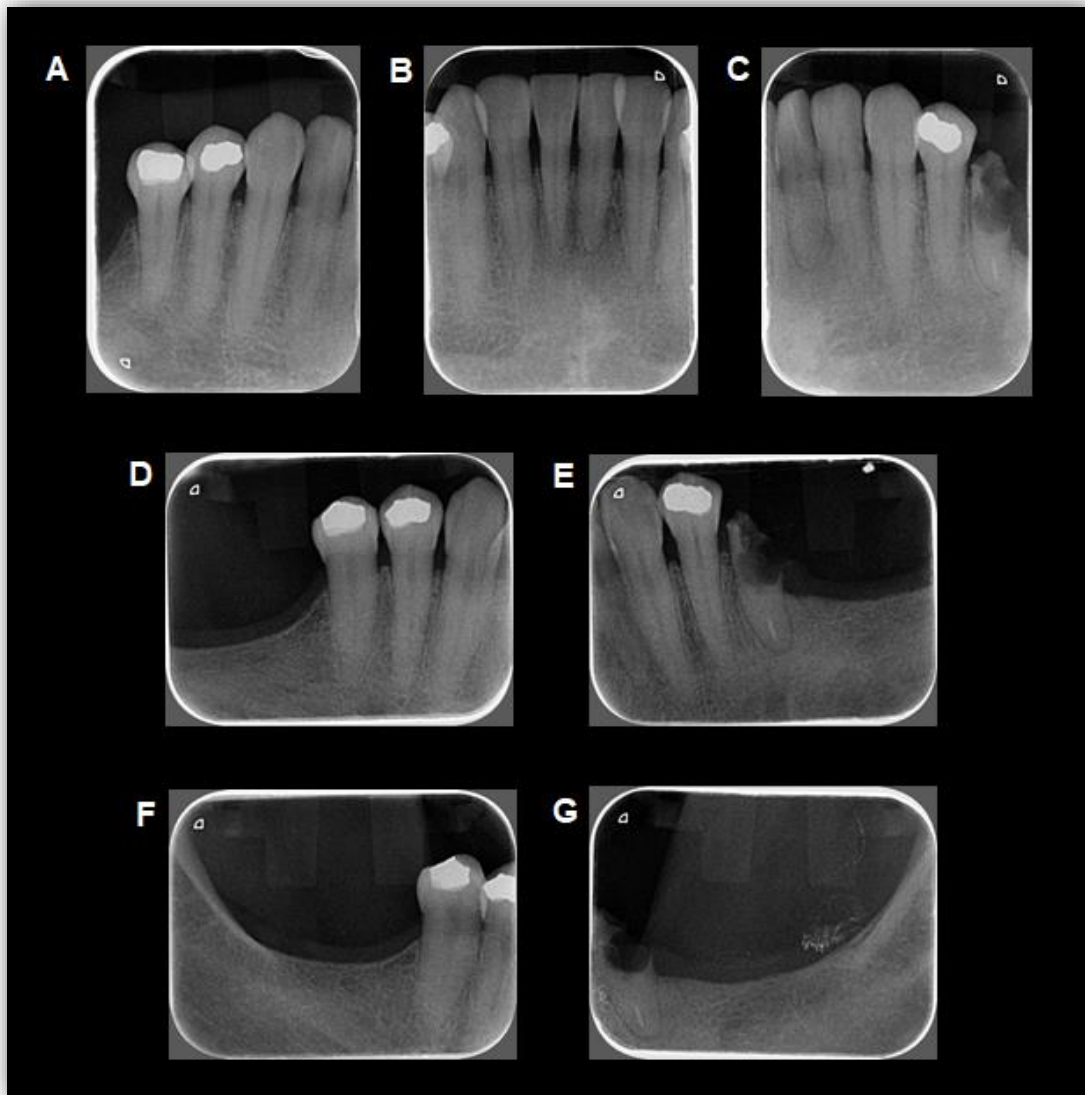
Figura 72 Radiografías dentoalveolares inferiores: A) Lateral y canino derechos B) Centrales C) Lateral y canino izquierdos D) Premolares derechos E) Premolares izquierdos F) Zona de molares derechos G) Zona de molares izquierdos. Fuente directa
